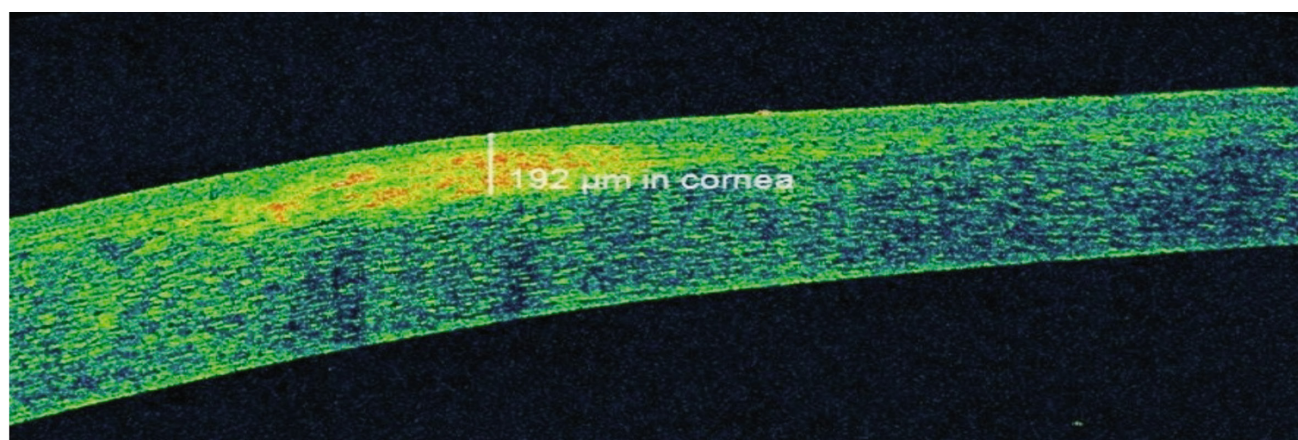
Оптическая когерентная томография роговицы правого глаза на момент поступления
